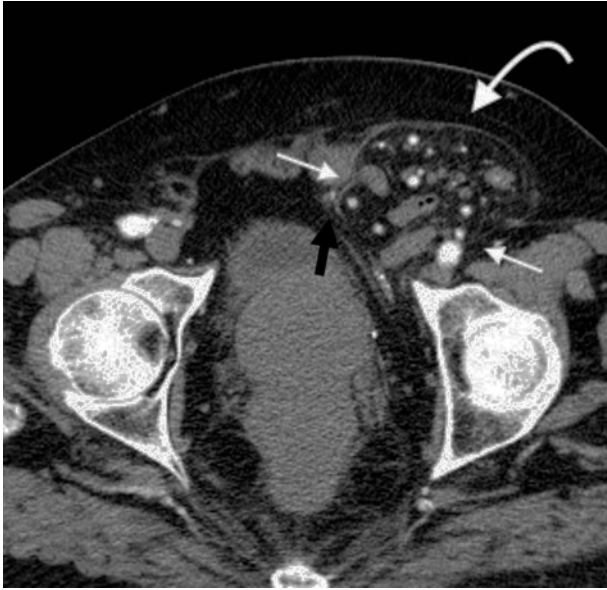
Tomografía computada multidetector en plano axial revela una hernia inguinal indirecta (flecha curva) con contenido de grasa y asas de intestino delgado. Se observan los vasos epigástricos (flecha negra) y el cuello herniario (flechas blancas rectas).
